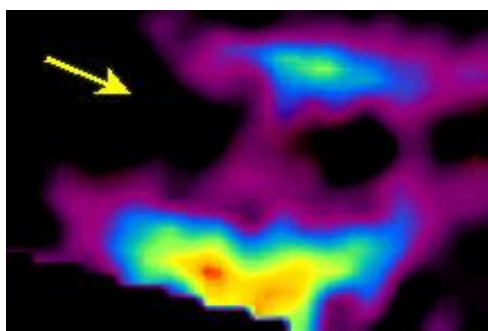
Срезы миокарда по короткой оси ЛЖ. Сравнение данных ПЭТ с ^{13}N -аммонием и ^{11}C -бутиратом у одного пациента. При ПЭТ исследовании с ^{13}N -аммонием в покое в области нижней стенки определяется участок незначительной гипоперфузии; при проведении стресс-теста отмечается увеличение зоны и усиление степени гипоперфузии. На первом скане при исследовании с ^{11}C -бутиратом натрия отмечается уменьшение его захвата в нижней стенке. На втором скане в той же зоне определяется задержка выведения ^{11}C -бутирата натрия, что свидетельствует о замедлении окислительного метаболизма в указанной области.
